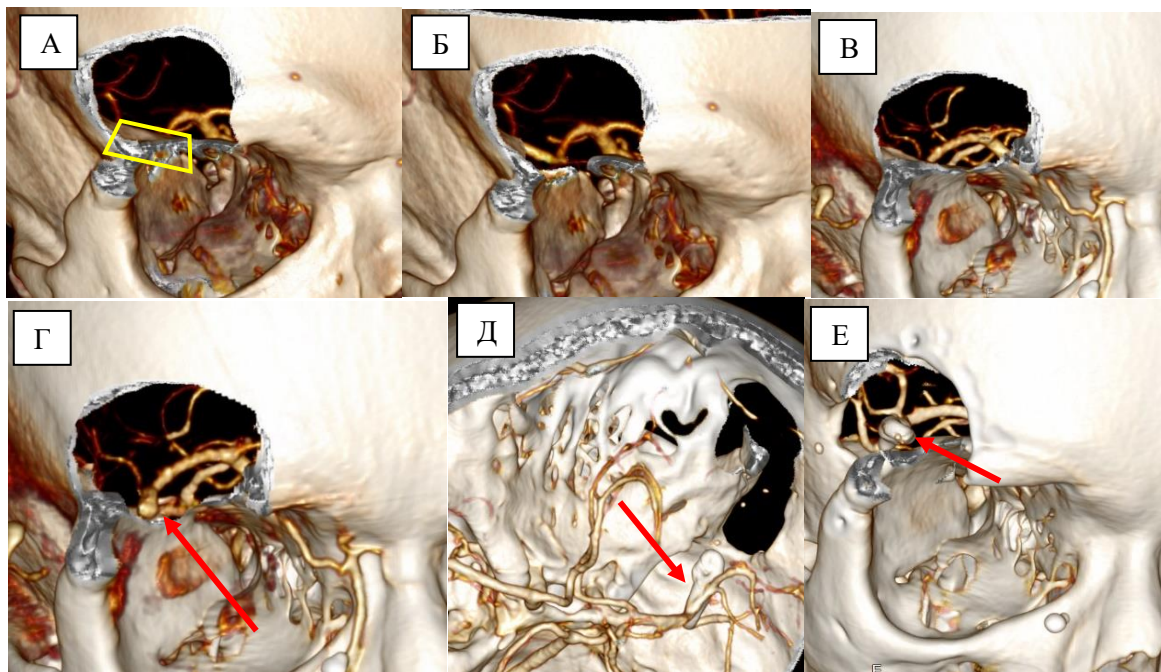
Применение ТПД в хирургии аневризм СМА. А – виртуальная краниотомия, планирование доступа. Визуализация дистальных отделов М1-сегмента затруднена, что требует дополнительной костной резекции (желтая трапеция), Б – Визуализация СМА после костной резекции. В – пример пациентки с аневризмой правой СМА (И/б №38829/20). Г – выполнена дополнительная костная резекция, аневризма (стрелка) визуализирована. Д – КТ-ангиография с 3D-реконструкцией, аневризма не контрастируется. Е – КТ с 3D-реконструкцией, визуализирована клипса на шейке аневризмы.
